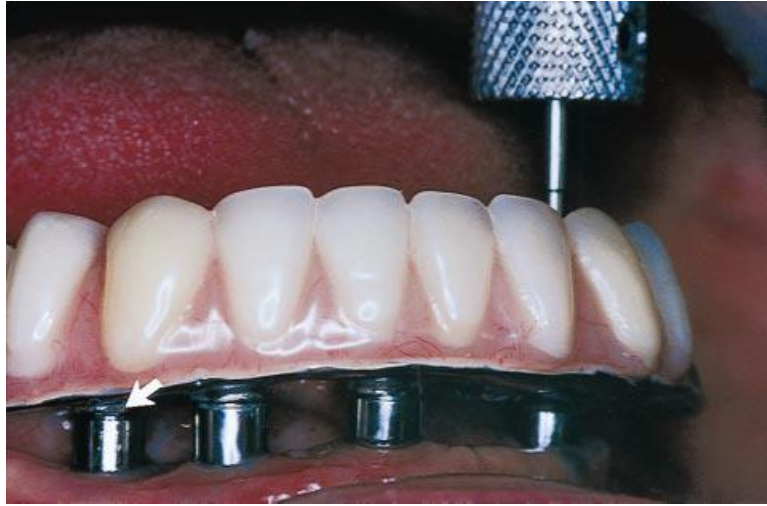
İnaoral radyografi teknięi. A, Uyumsuzluęunun klinik grnts (beyaz oka bakınız). B, İmplant ile rntgen filmi arasında aısal sapma olması sonucunda radyografide uyumsuzluk olduęu grnmemektedir (Kan ve ark., 1999).
